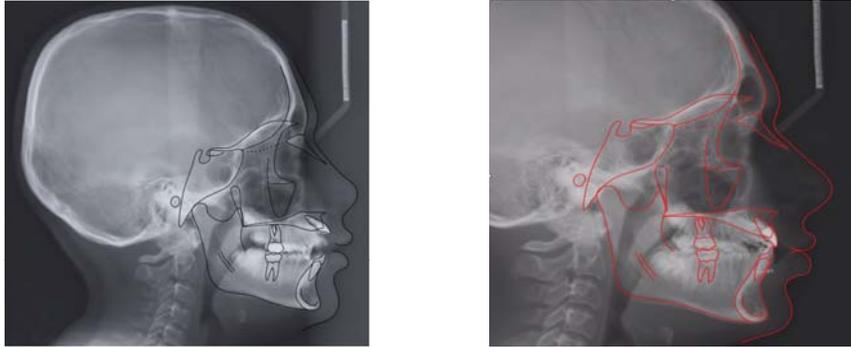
Téléradiographie de profil effectuée en fin de traitement (Document personnel d'après Bousquet).
